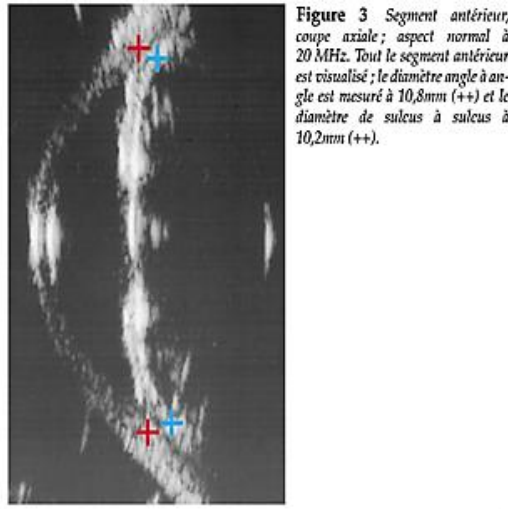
Cliché d'échographie mode B à 20 MHz normale [18]
